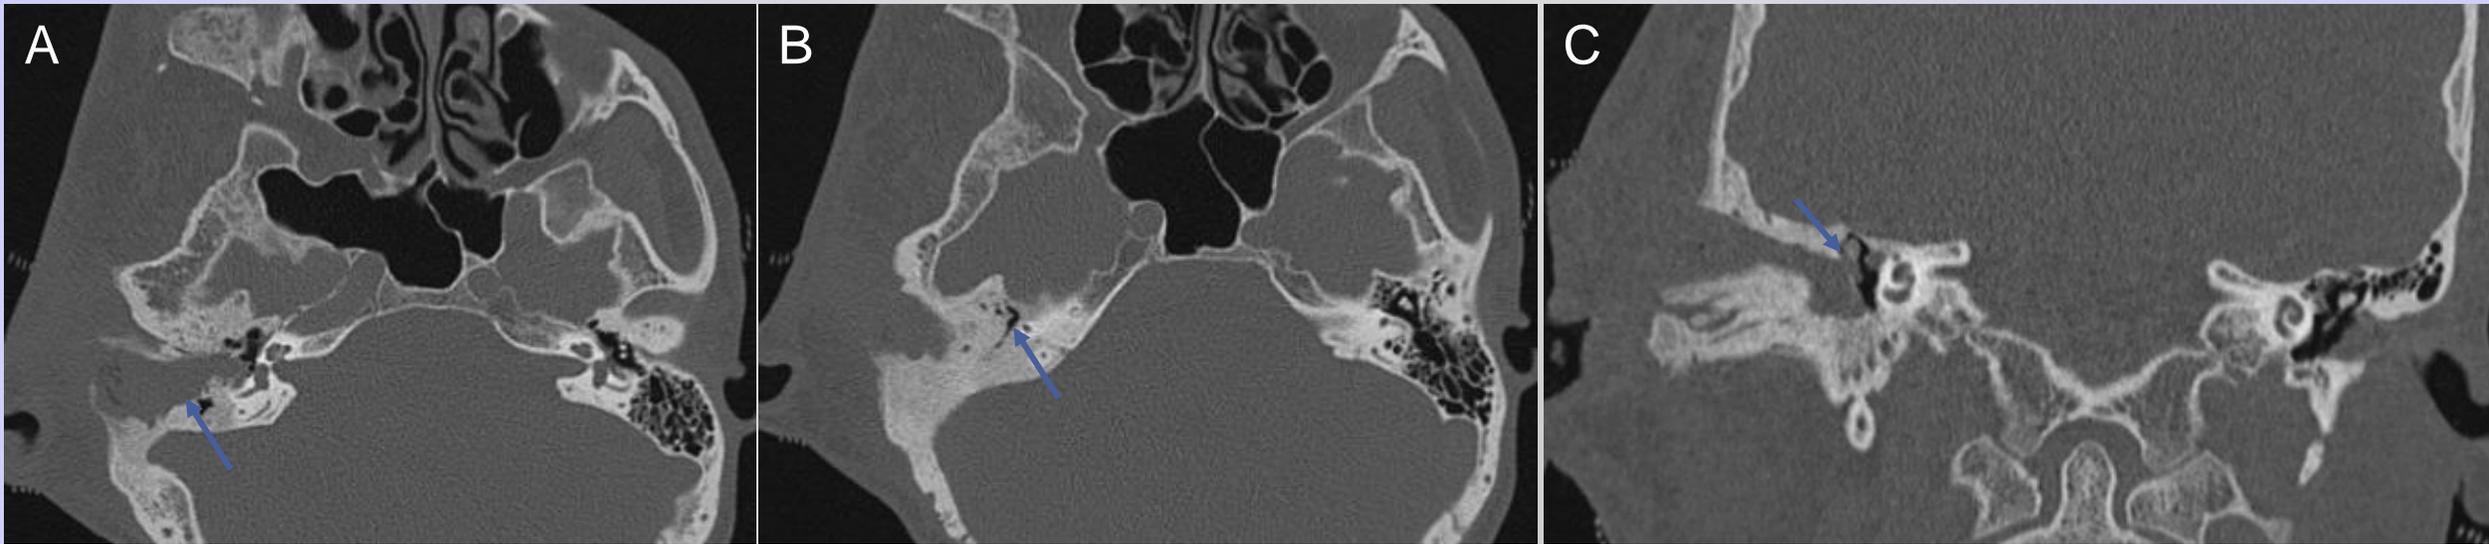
reconstrucciones axiales (A y B) y coronal (C) de TC de peñasco en ventana ósea poniendo en evidencia el compromiso global del hueso temporal derecho por lesiones con patrón esclerosante y en vidrio esmerilado sin reacción perióstica que provocan expansión del hueso intradiploico con características de displasia fibrosa. A nivel del conducto auditivo externo se observa imagen de densidad de partes blandas que oblitera la totalidad del mismo y muestra erosión de su pared posterior. Dicha lesión contacta con la membrana timpánica y muestra afectación de su pars flácida con erosión del muro del ático y ocupación del espacio epitimpánico. La mastoides se presenta ebúrnea con menor número trabecular y opacificación de las celdillas remanentes por material denso con presencia de estenosis del aditus ad antrum.
